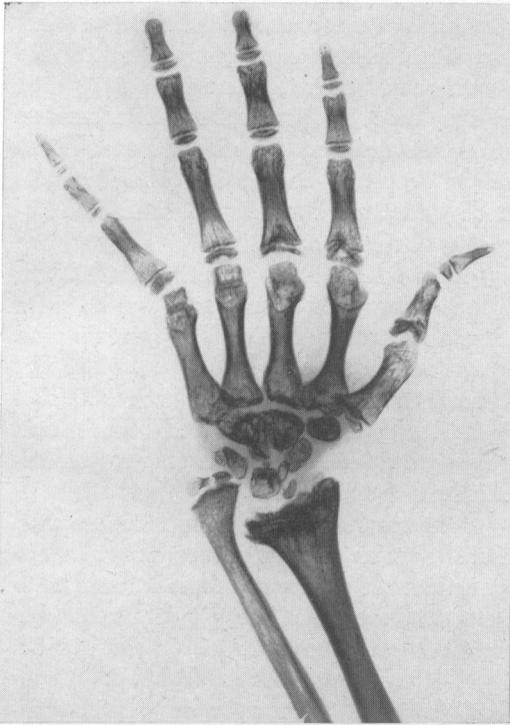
Röntgenbild der Hand des Knaben von Abb. 13
